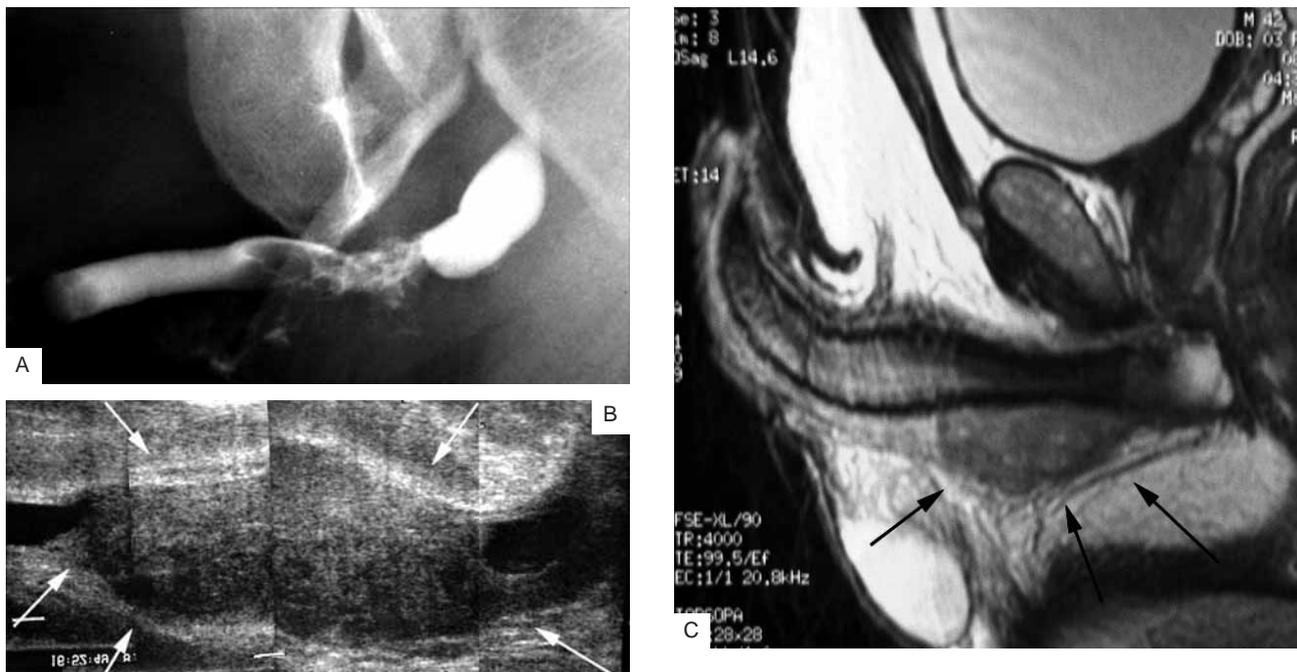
L'immagine Uretrografica (A) di una stenosi a margini frastagliati è fortemente sospetta per tumore uretrale. L'Ecografia (B) e la RMN (C) confermeranno la presenza di una neoformazione. *The urethrographic image (A) of a stenosis with indented margins is suspect for urethral tumour. The ultrasonography (B) and the MRI (C) confirm the malignancy.*
